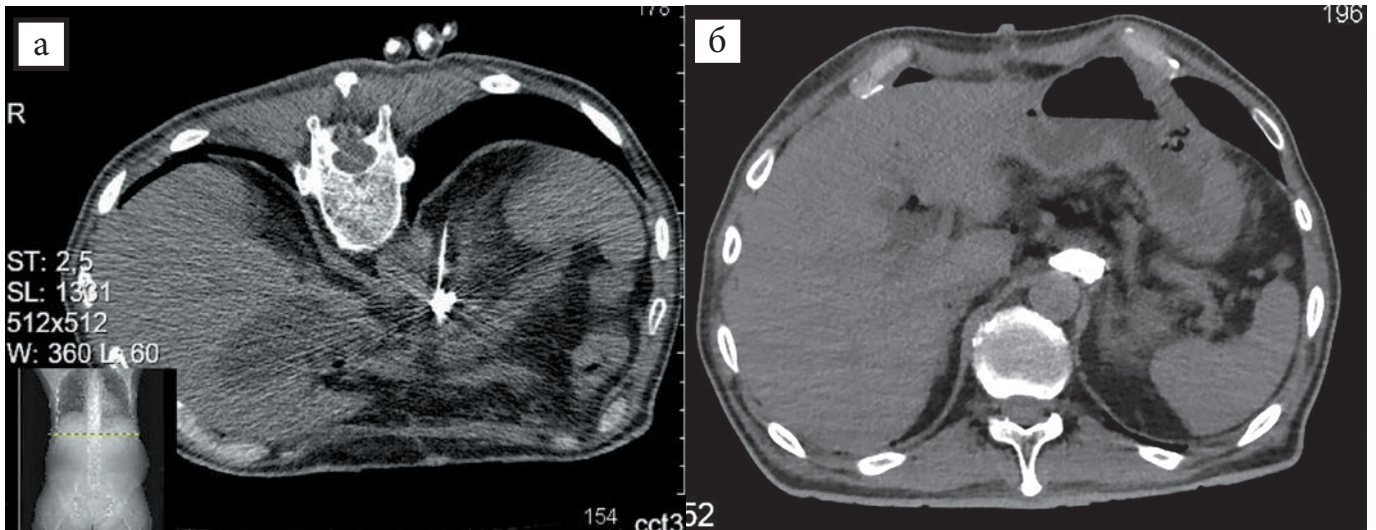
Интраоперационный КТ-снимок проведения чрескожного нейтролизиса задним монолатеральным паравертебральным доступом: а — прохождение пункционной иглы через легочную ткань, б — контрольный КТ-снимок после проведения нейтролизиса
